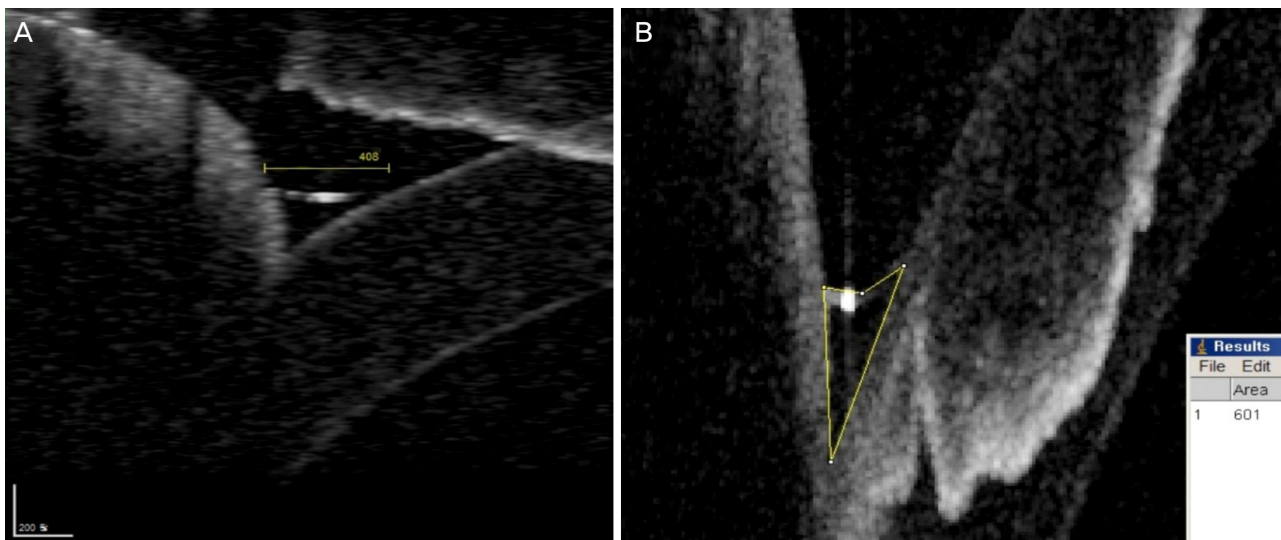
Tear meniscus measurement. (A) Optical coherence tomography image of the lower tear meniscus showing the tear meniscus height. (B) Optical coherence tomography image of the lower tear meniscus exported to ImageJ software for measuring meniscus area.
